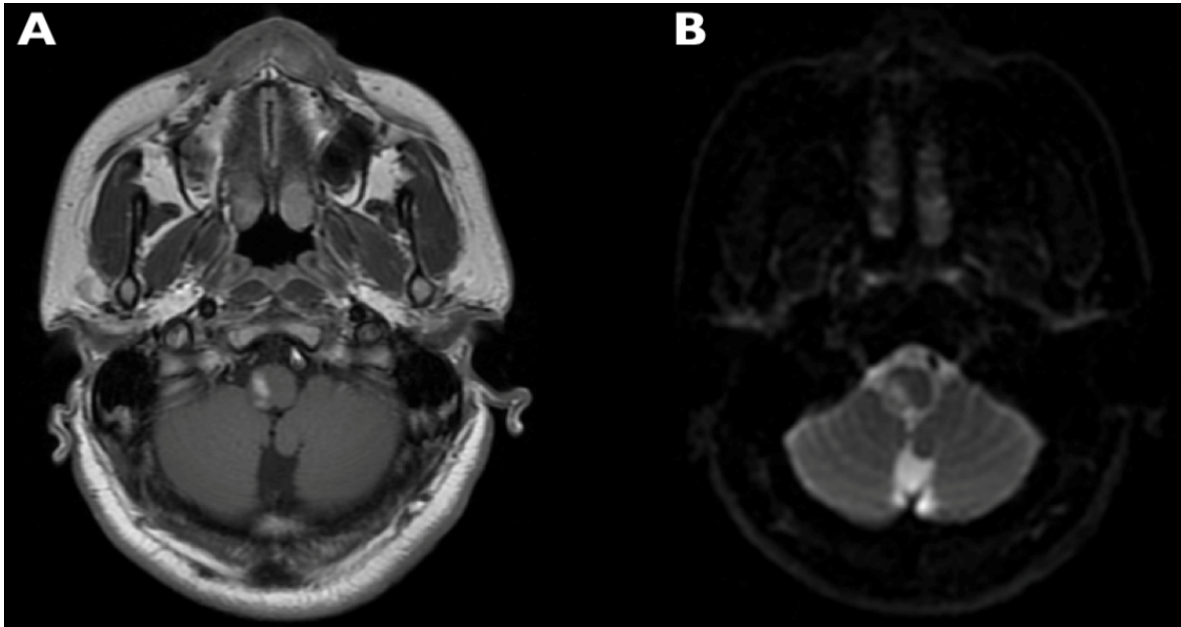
IRM de la paciente del caso 7. A. Secuencia FLAIR a nivel de las pirámides se observa hiperintensidad en el bulbo raquídeo dorsolateral.. B DWI con restricción, consistente con infarto bulbar lateral.
